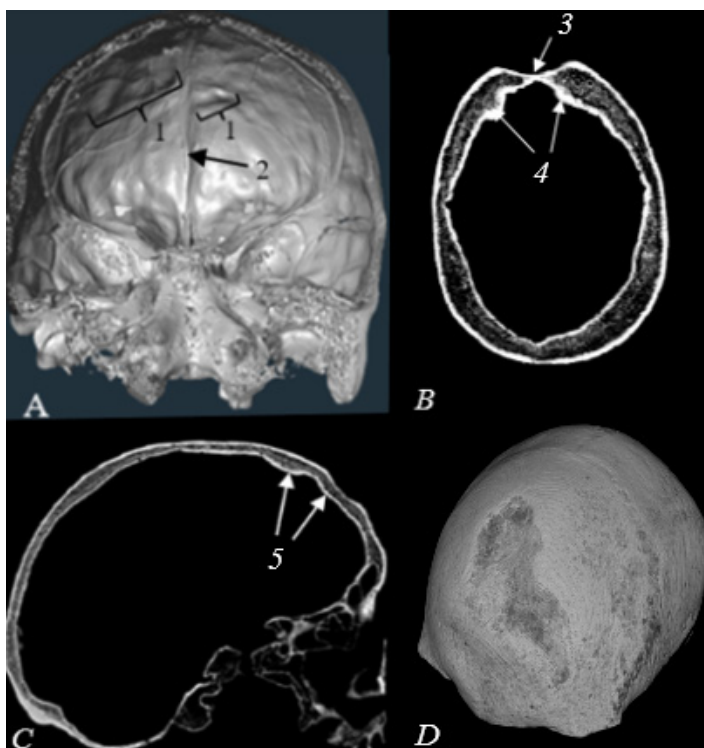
Компьютерная томография черепа из серии Сосьва и Сычва, манси (№ 4377, женщина, Senilis):
